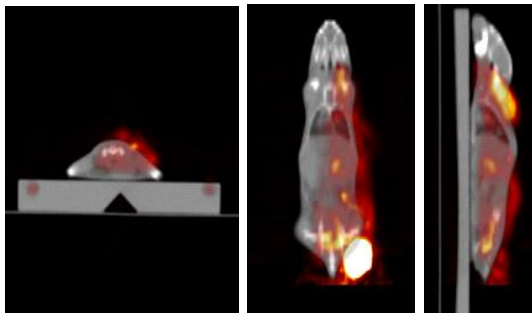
영상 정합 전 CT 와 소동물 PET 영상의 융합영상
